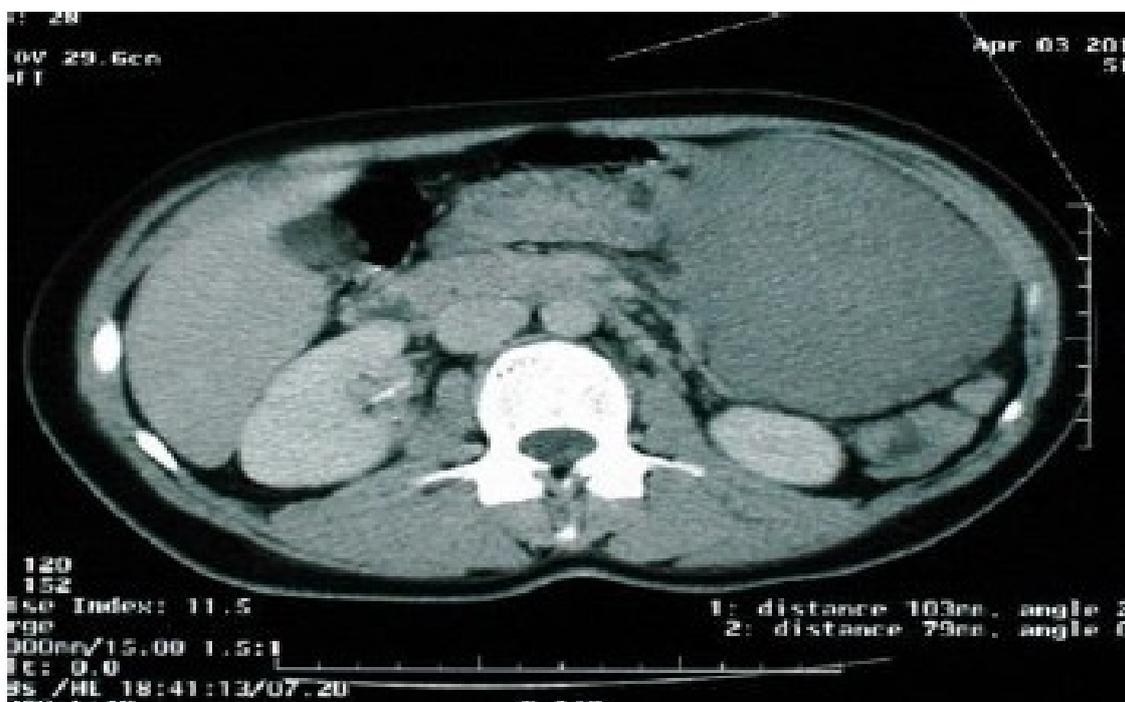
TDM abdominale montrant une tumeur desmoïde du mésentère entrant en contact intime avec une anse jéjunale [66]
